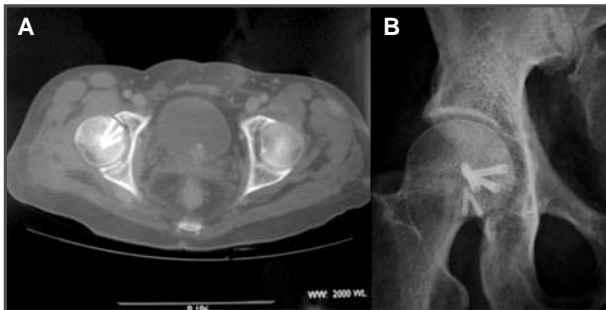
TC de control a los 24 meses de la cirugía. 2B. Radiografía anteroposterior de control a los 24 meses de la cirugía.
